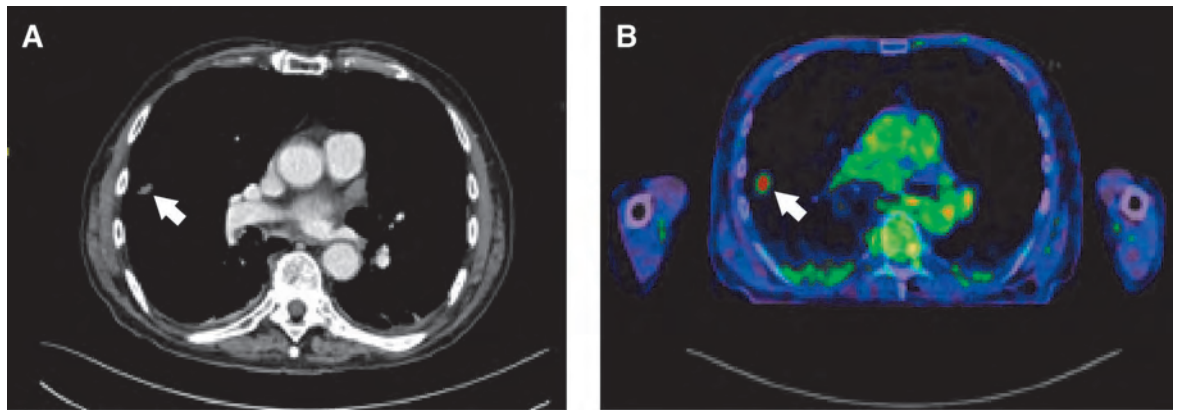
Darstellung eines spikulierten Rundherdes im rechten Oberlappen. (A) CT mit Kontrastmittel, axiale Aufnahme: spikulärer Rundherd (weisser Pfeil) von ca. 17 × 11 mm Durchmesser. (B) PET mit 18-F-FDG, axiale Aufnahme: stoffwechselaktiver Herd (weisser Pfeil).
